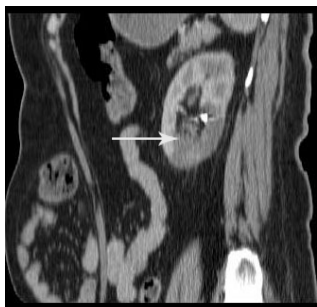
Мультиспиральная компьютерная томография. Стрелкой указан участок ишемии почечной паренхимы в зоне эмболизации
